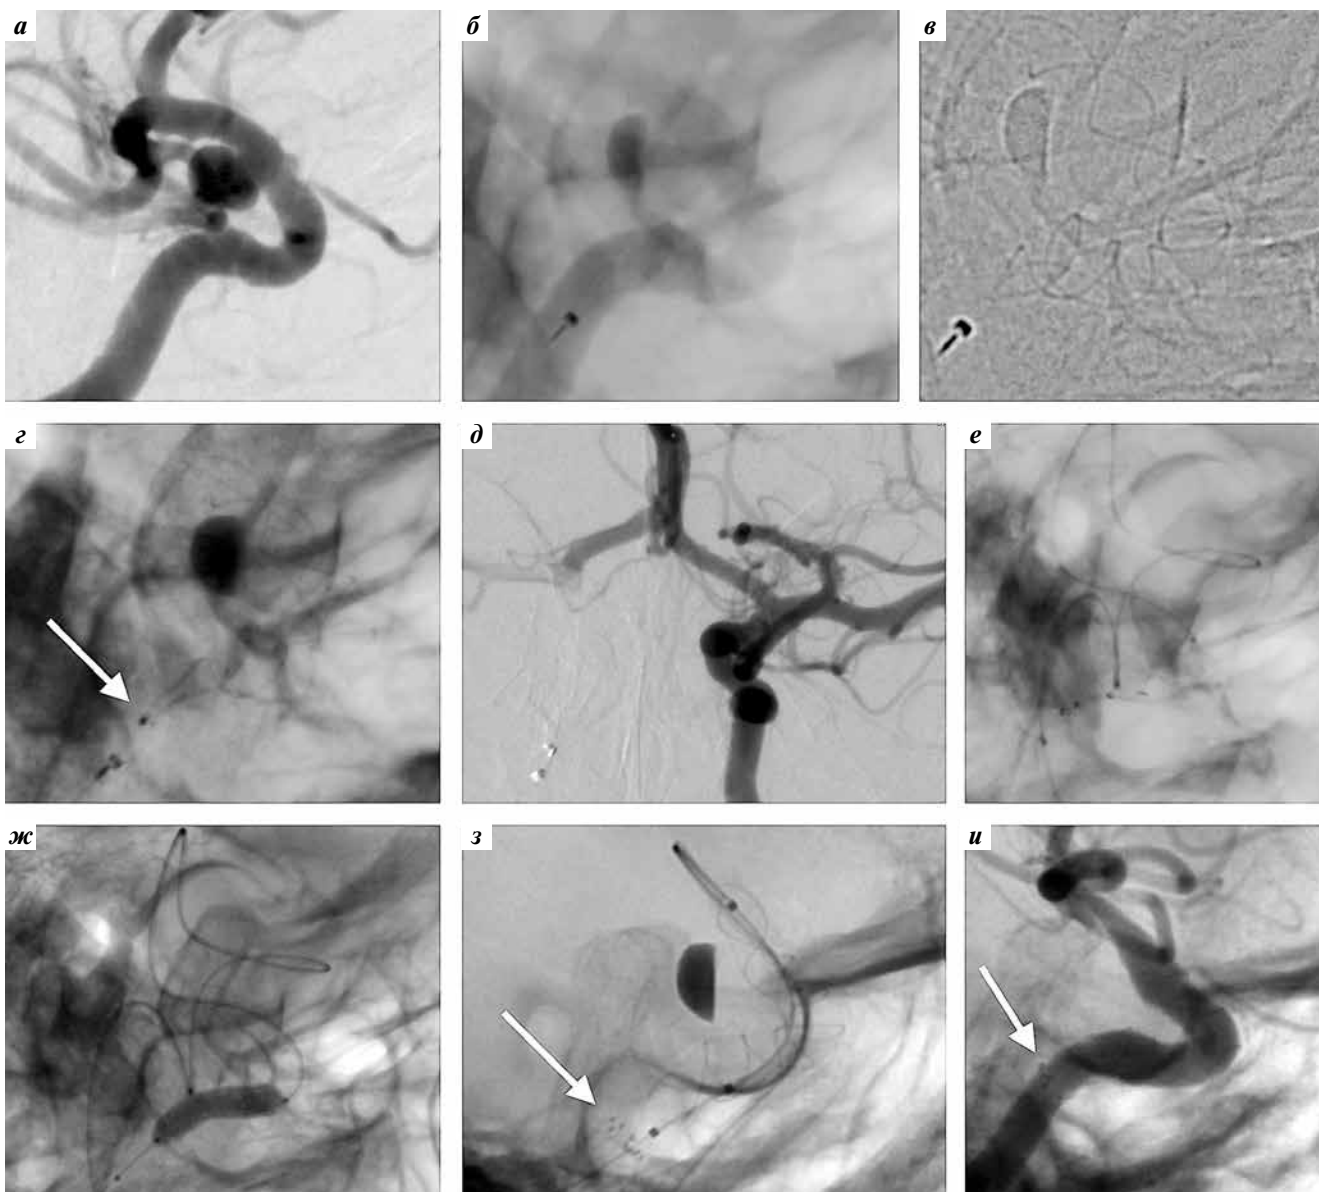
Ангиография пациента с мешотчатой аневризмой офтальмического сегмента правой внутренней сонной артерии (ВСА): а – до начала операции, рабочая проекция; б – после имплантации стента р64 в просвет правой ВСА перед отделением (стент полностью раскрыт и прилежит к стенкам артерии, проксимальный маркер стента выведен из микрокатетера перед отделением); в – визуализация рентгеноконтрастных нитей стента перед его отделением; г – отсутствие расхождения проксимальных маркеров после отделения стента (стрелка указывает на 8 маркеров, собранных в одном месте); д – селективная ангиография левого каротидного бассейна с визуализацией передней соединительной артерии для определения возможности трансциркуляторной постдилатации; е – заведение баллона-катетера в стент из левой ВСА через переднюю соединительную артерию; ж – баллонная постдилатация на уровне проксимальной части стента; з – раскрытие проксимальной части стента (стрелка указывает на 8 разошедшихся проксимальных маркеров стента); и – контрольная селективная ангиография через 6 мес после вмешательства (аневризма не контрастируется, стрелка указывает на удовлетворительное расхождение проксимальных маркеров стента)
